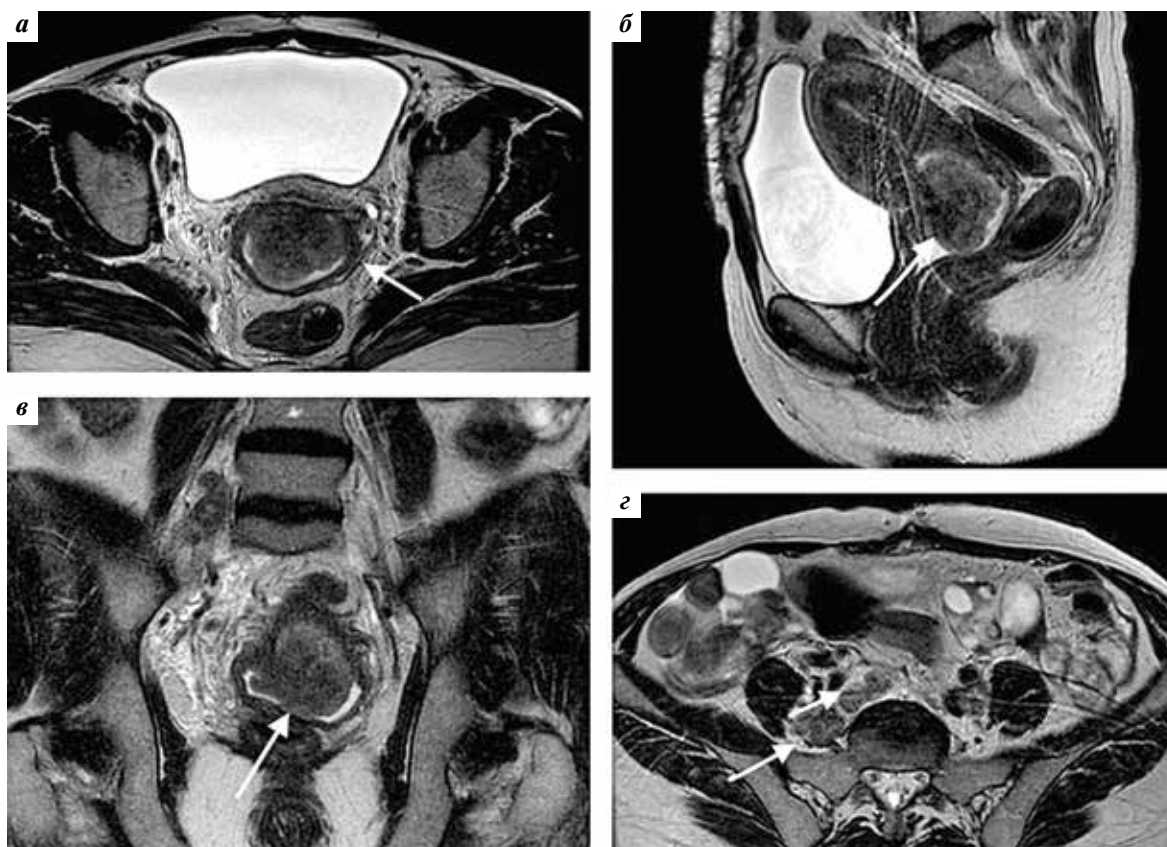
Томограммы органов малого таза: а – аксиальная плоскость T2-взвешенных изображений (ВИ); б – сагиттальная плоскость T2-ВИ; в – коронарная плоскость T2-ВИ. Белыми стрелками указана шейка матки, на передней стенке которой определяется объемное образование размерами 36 × 32 × 41 мм. Опухоль распространяется за пределы матки; г – аксиальная плоскость T2-ВИ. Белыми стрелками указаны увеличенные лимфатические узлы размерами до 13 × 13 мм, расположенные по ходу подвздошных сосудов
